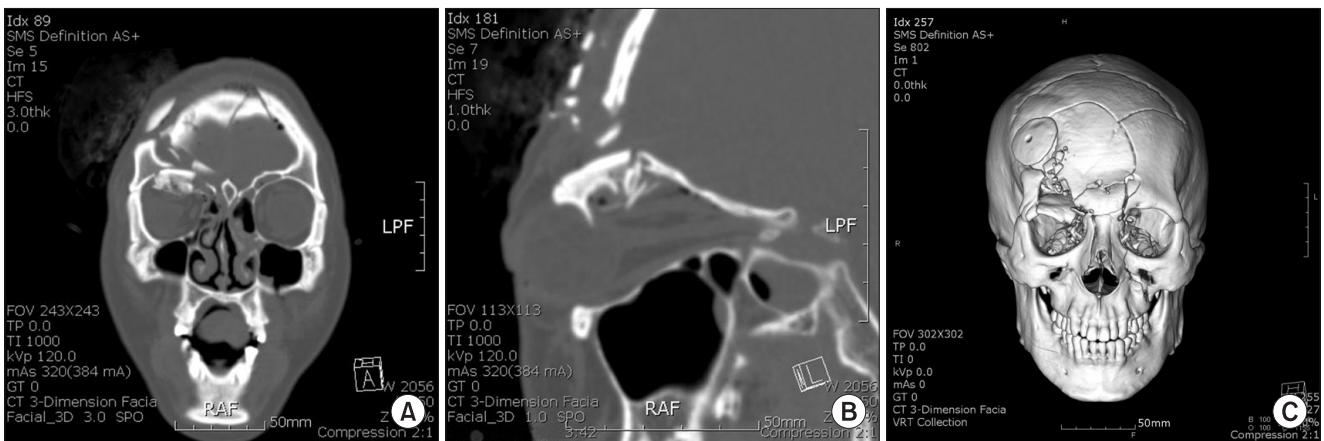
Preoperative radiological finding in Case 3. A. Coronal view of computed tomography (CT). B. Reformatted sagittal view of CT. C. 3-dimensional CT.
